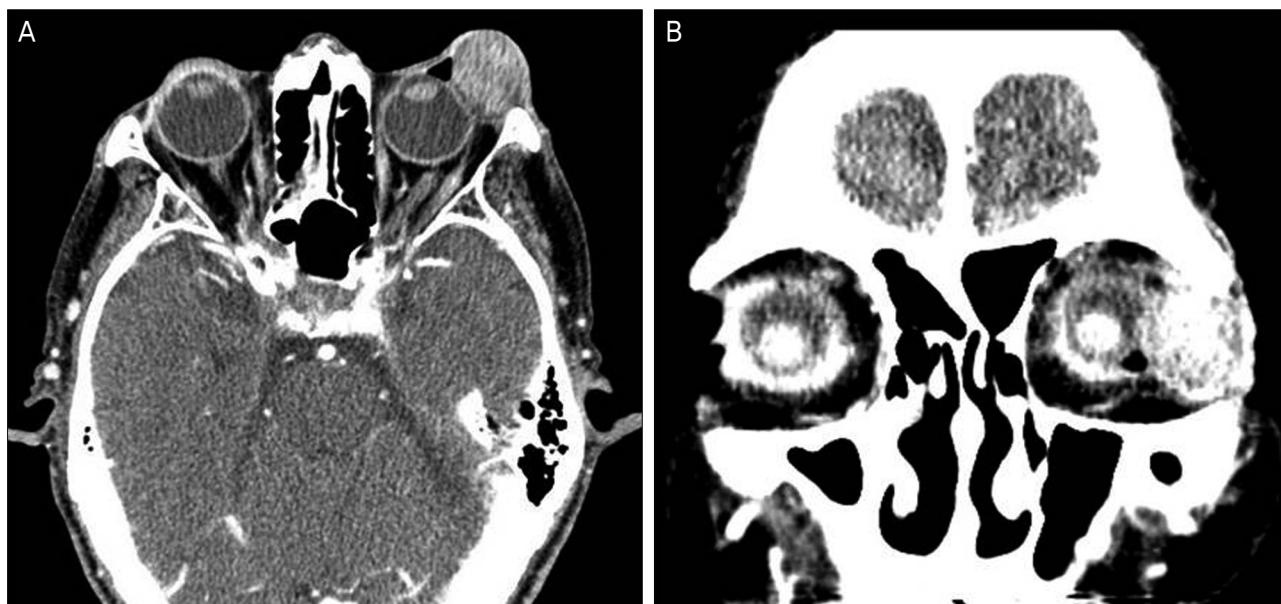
(A) Orbit CT shows a 2.3×2.0 cm sized, round, demarcated huge mass protruding to the upper lid. (B) The mass is contrast enhanced and at first, radiological impression was hemangioma.
